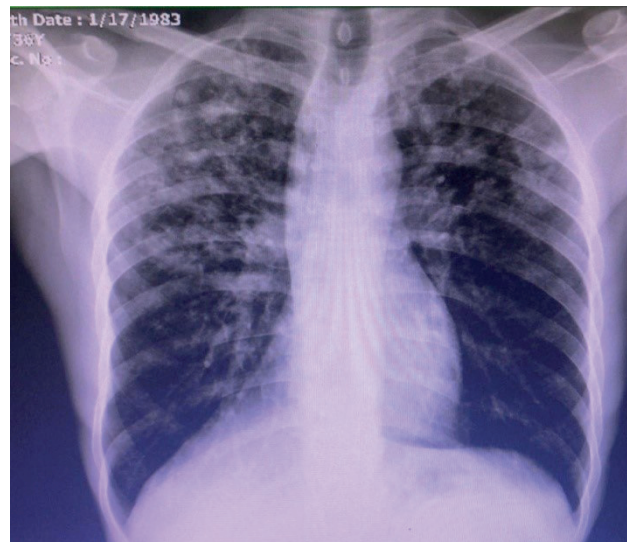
Chest X-ray showing bilateral infiltration of the upper zones of the lungs.
